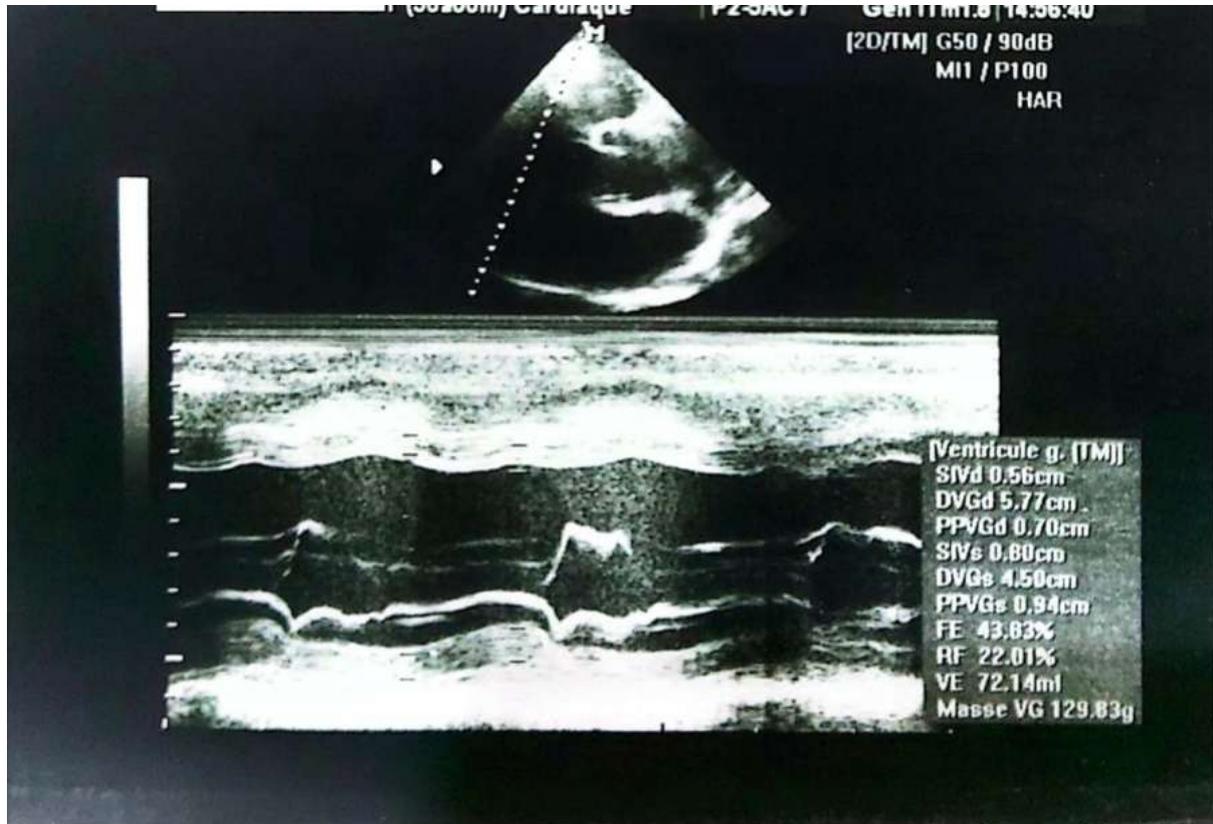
Échocardiographie en mode TM, en coupe parasternale grand axe d'une CMD avec altération de la FEVG (43,83 %)
